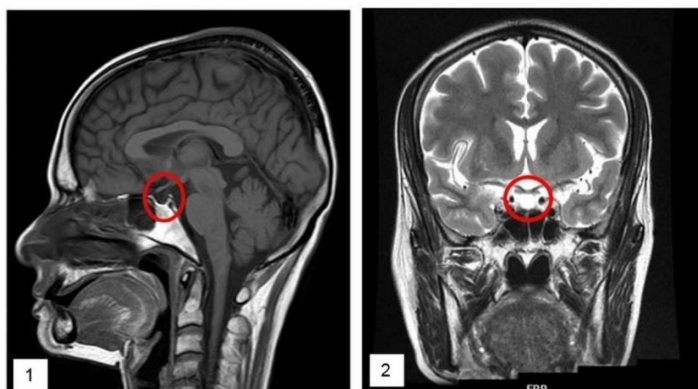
Imagens de crânio no exame RM de hipófise para síndrome da sela turca. Imagem 1 em ponderação T1 com hipossinal no espaço selar (sinalizado pelo círculo vermelho), imagem 2 exibe hipersinal no espaço selar (sinalizado pelo círculo vermelho) com ponderação em T2. Reproduzido de: Kilinç et al., 2022.
